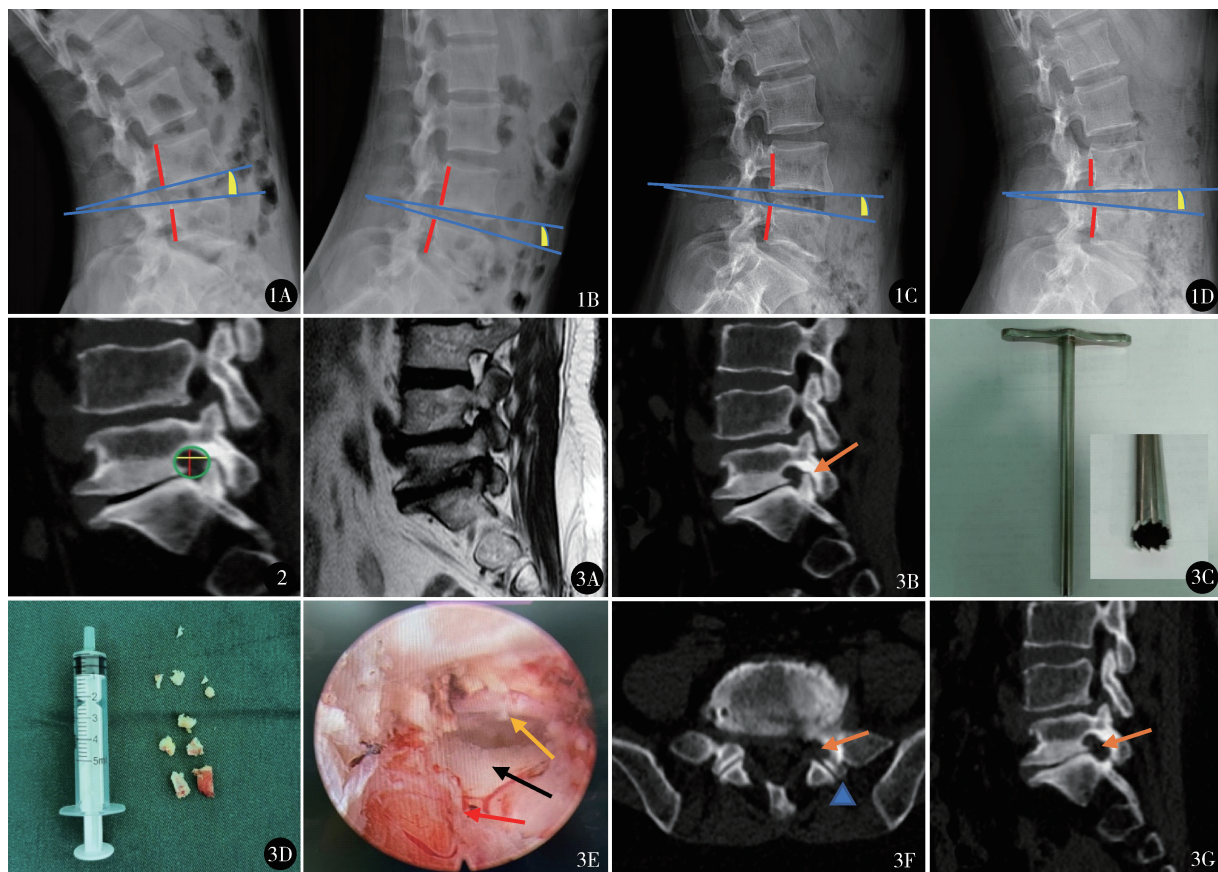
X 线椎体间水平位移及椎体间成角位移的测量:A、B 为术前腰椎过伸位、过屈位,C、D 为术后 1 个月过伸位、过屈位,水平位移过伸位和过屈位术前、术后均为 0 mm,成角位移过伸位术前、术后均为 5°,过屈位术前、术后均为 4° 图 2 腰椎 CT 薄层二维旁矢状位重建测量椎间孔最大高度、最大宽度及椎间孔面积,红色竖线为椎间孔最大高度(11 mm),黄色横线为椎间孔最大宽度(12 mm),绿色圆圈为椎间孔面积(113 mm²) 图 3 患者男,76 岁,左下肢麻木疼痛 7 年,加重伴间歇性跛行半年,术前腰椎矢状位 MRI(A)显示 L₅/S₁ 椎间孔狭窄,矢状位 CT 平扫(B)显示 L₅/S₁ 椎间孔骨性狭窄,S₁ 上关节突退行增生并上移(箭头),使用可视环锯(C)环除椎间孔区骨质(D),椎间孔扩大神经减压后椎间孔区扩大(E)(黑箭头示椎间孔区扩大充分,黄箭头示椎间孔行走根,红箭头示椎间孔出口根),术后 1 个月轴位 CT 平扫(F)显示 S₁ 上关节突部分骨质去除(箭头),但保留大部分关节突关节面(三角),矢状位 CT 平扫(G)显示“再造”L₅/S₁ 椎间孔,椎间孔明显扩大(箭头)
